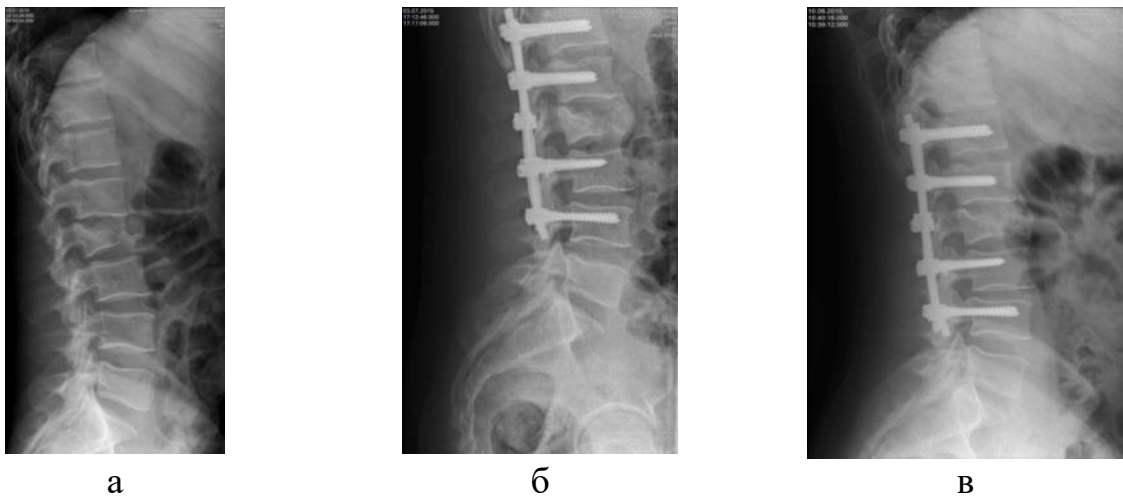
Рентгенограми хворого Д., історія хвороби № 88360, формування кісткового регенерату по передньому контуру тіл хребців L₁-L₂: після травми (а) відразу (б) та через рік (в) після операції
